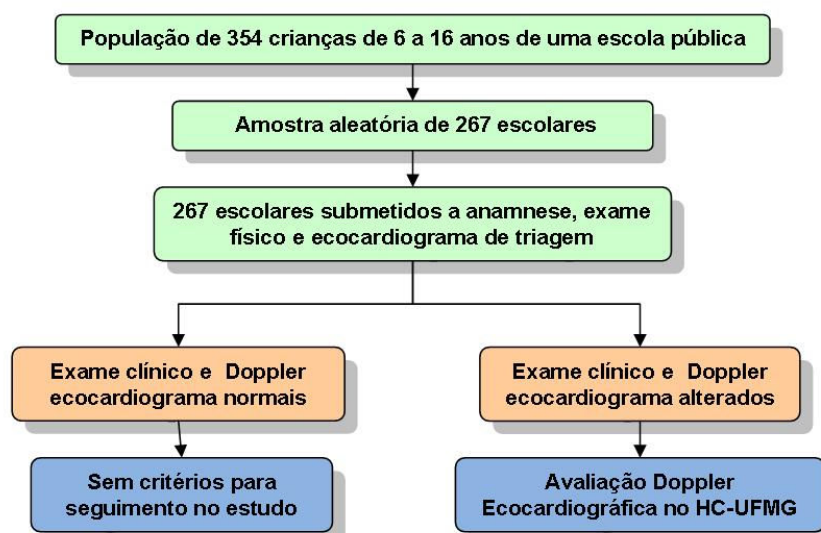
Fluxograma de avaliação clínica e Doppler ecocardiográfica dos alunos de uma escola pública de Belo Horizonte.
